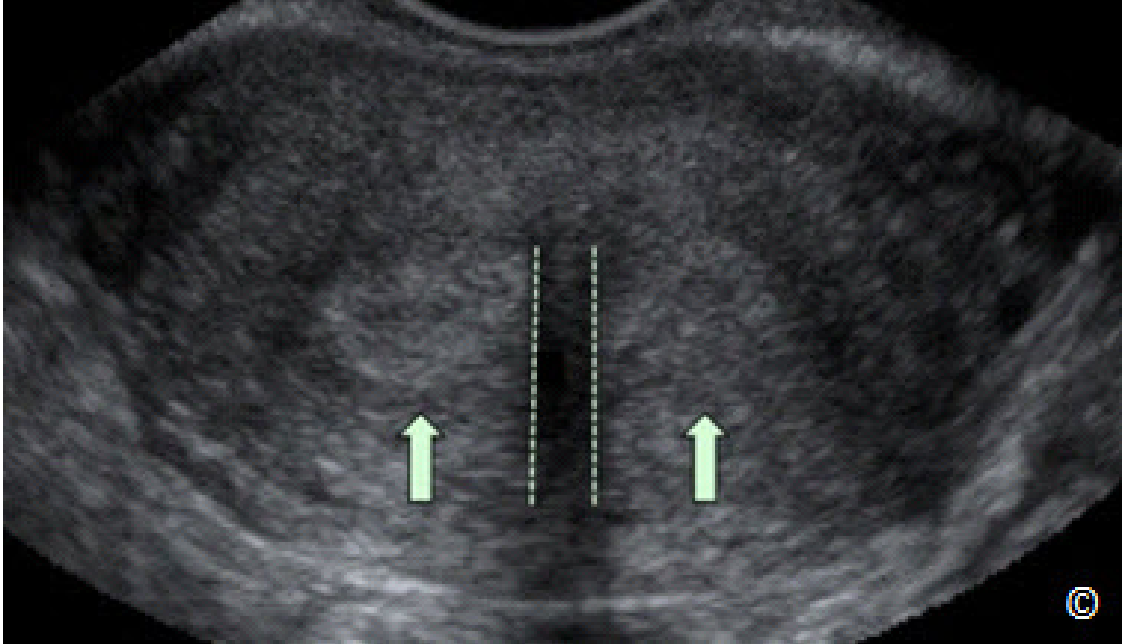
Ultrasonido transvaginal de un plano transversal del útero mostrando 2 ecos endometriales separados (flechas). Un plano coronal del útero, que se puede obtener mediante una ecografía 3D o imagen de resonancia magnética, puede determinar el tipo de anomalía de Muller.
